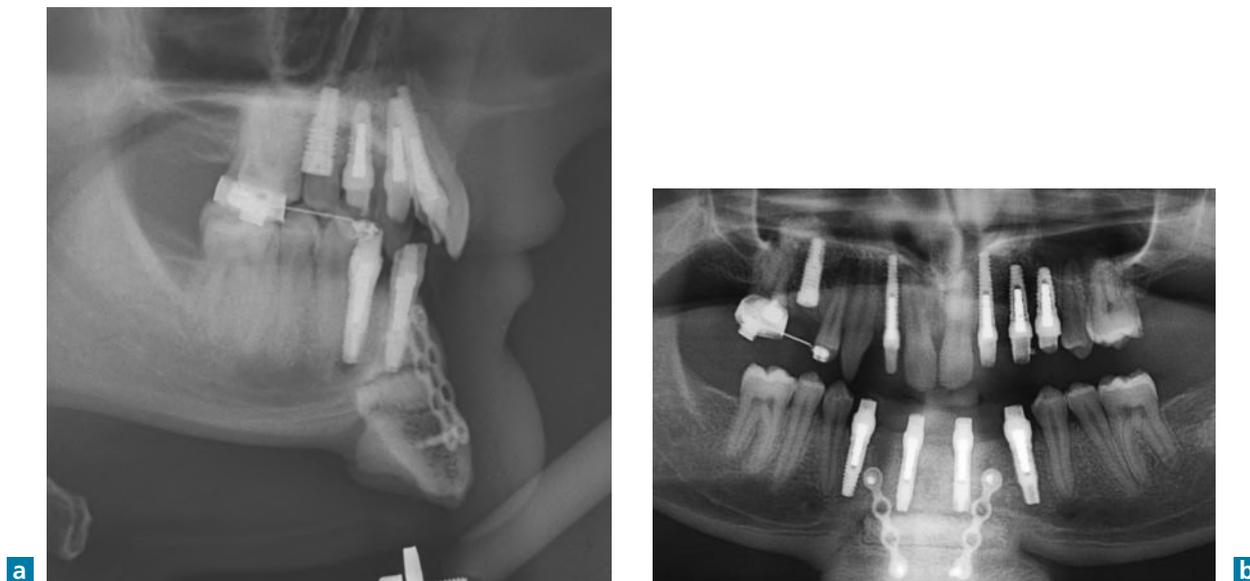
Téléradiographie et panoramique montrant la coordination ortho-implantaire (implants du docteur P. Colin, Montpellier).
